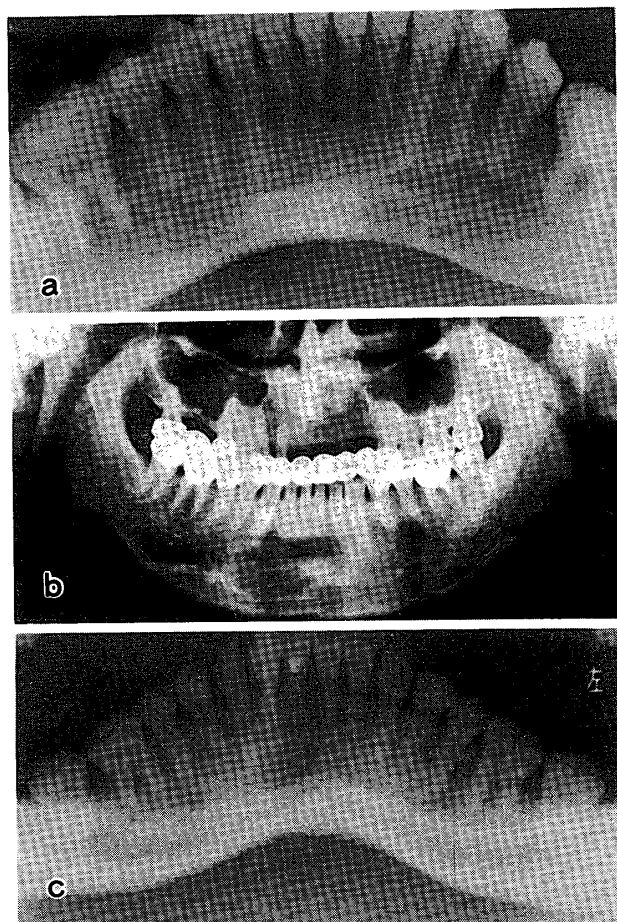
単純性骨嚢胞のパノラマX線像 (a: 下顎小白歯部に現れた単純性骨嚢胞の1例であるが、境界は部分的に不明瞭である。歯牙と嚢胞は無関係である。b, c: 下顎前歯部に認められた単純性骨嚢胞の2例であるが、両者ともに、境界は不明瞭であり、歯牙とは無関係に存在する。周囲にX線不透過帯は認められない)。
